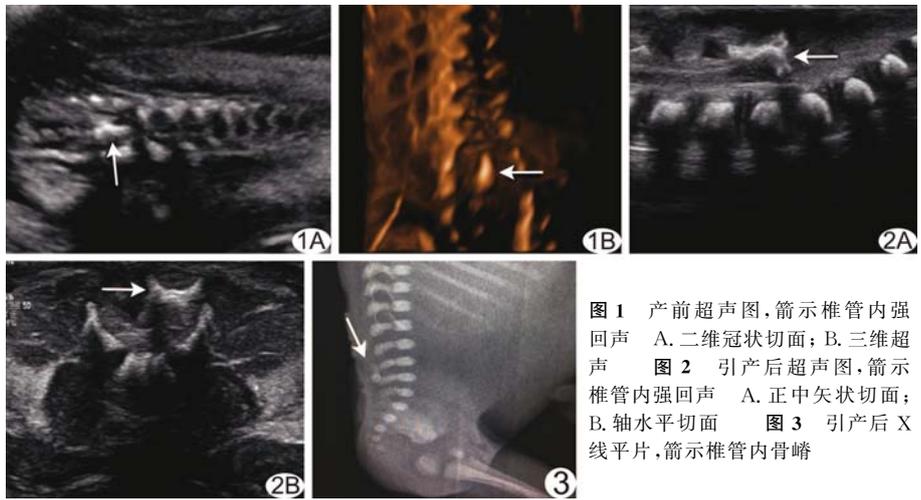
产前超声图, 箭示椎管内强回声 A. 二维冠状切面; B. 三维超声 图 2 引产后超声图, 箭示椎管内强回声 A. 正中矢状切面; B. 轴水平切面 图 3 引产后 X 线平片, 箭示椎管内骨嵴
